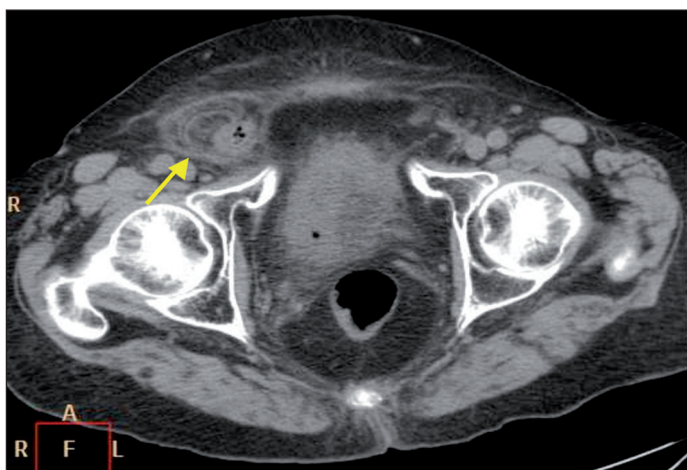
TAC abdominopélvico en el que se visualiza el apéndice vermiforme inflamado dentro del conducto inguinal.
